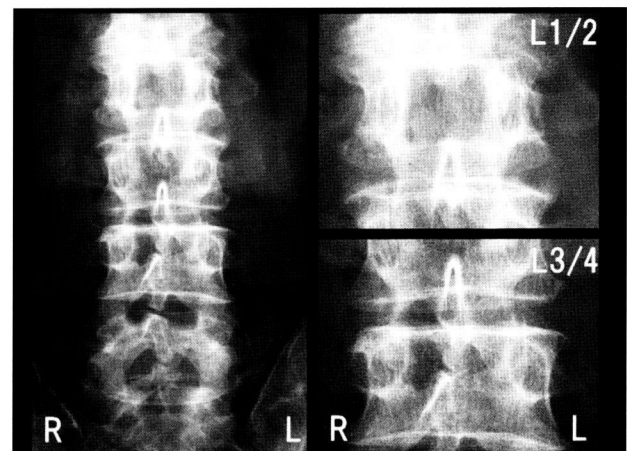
Postoperative radiograph of patient 3 demonstrated adequate decompression of right L1/2 and 3/4 laminae.
